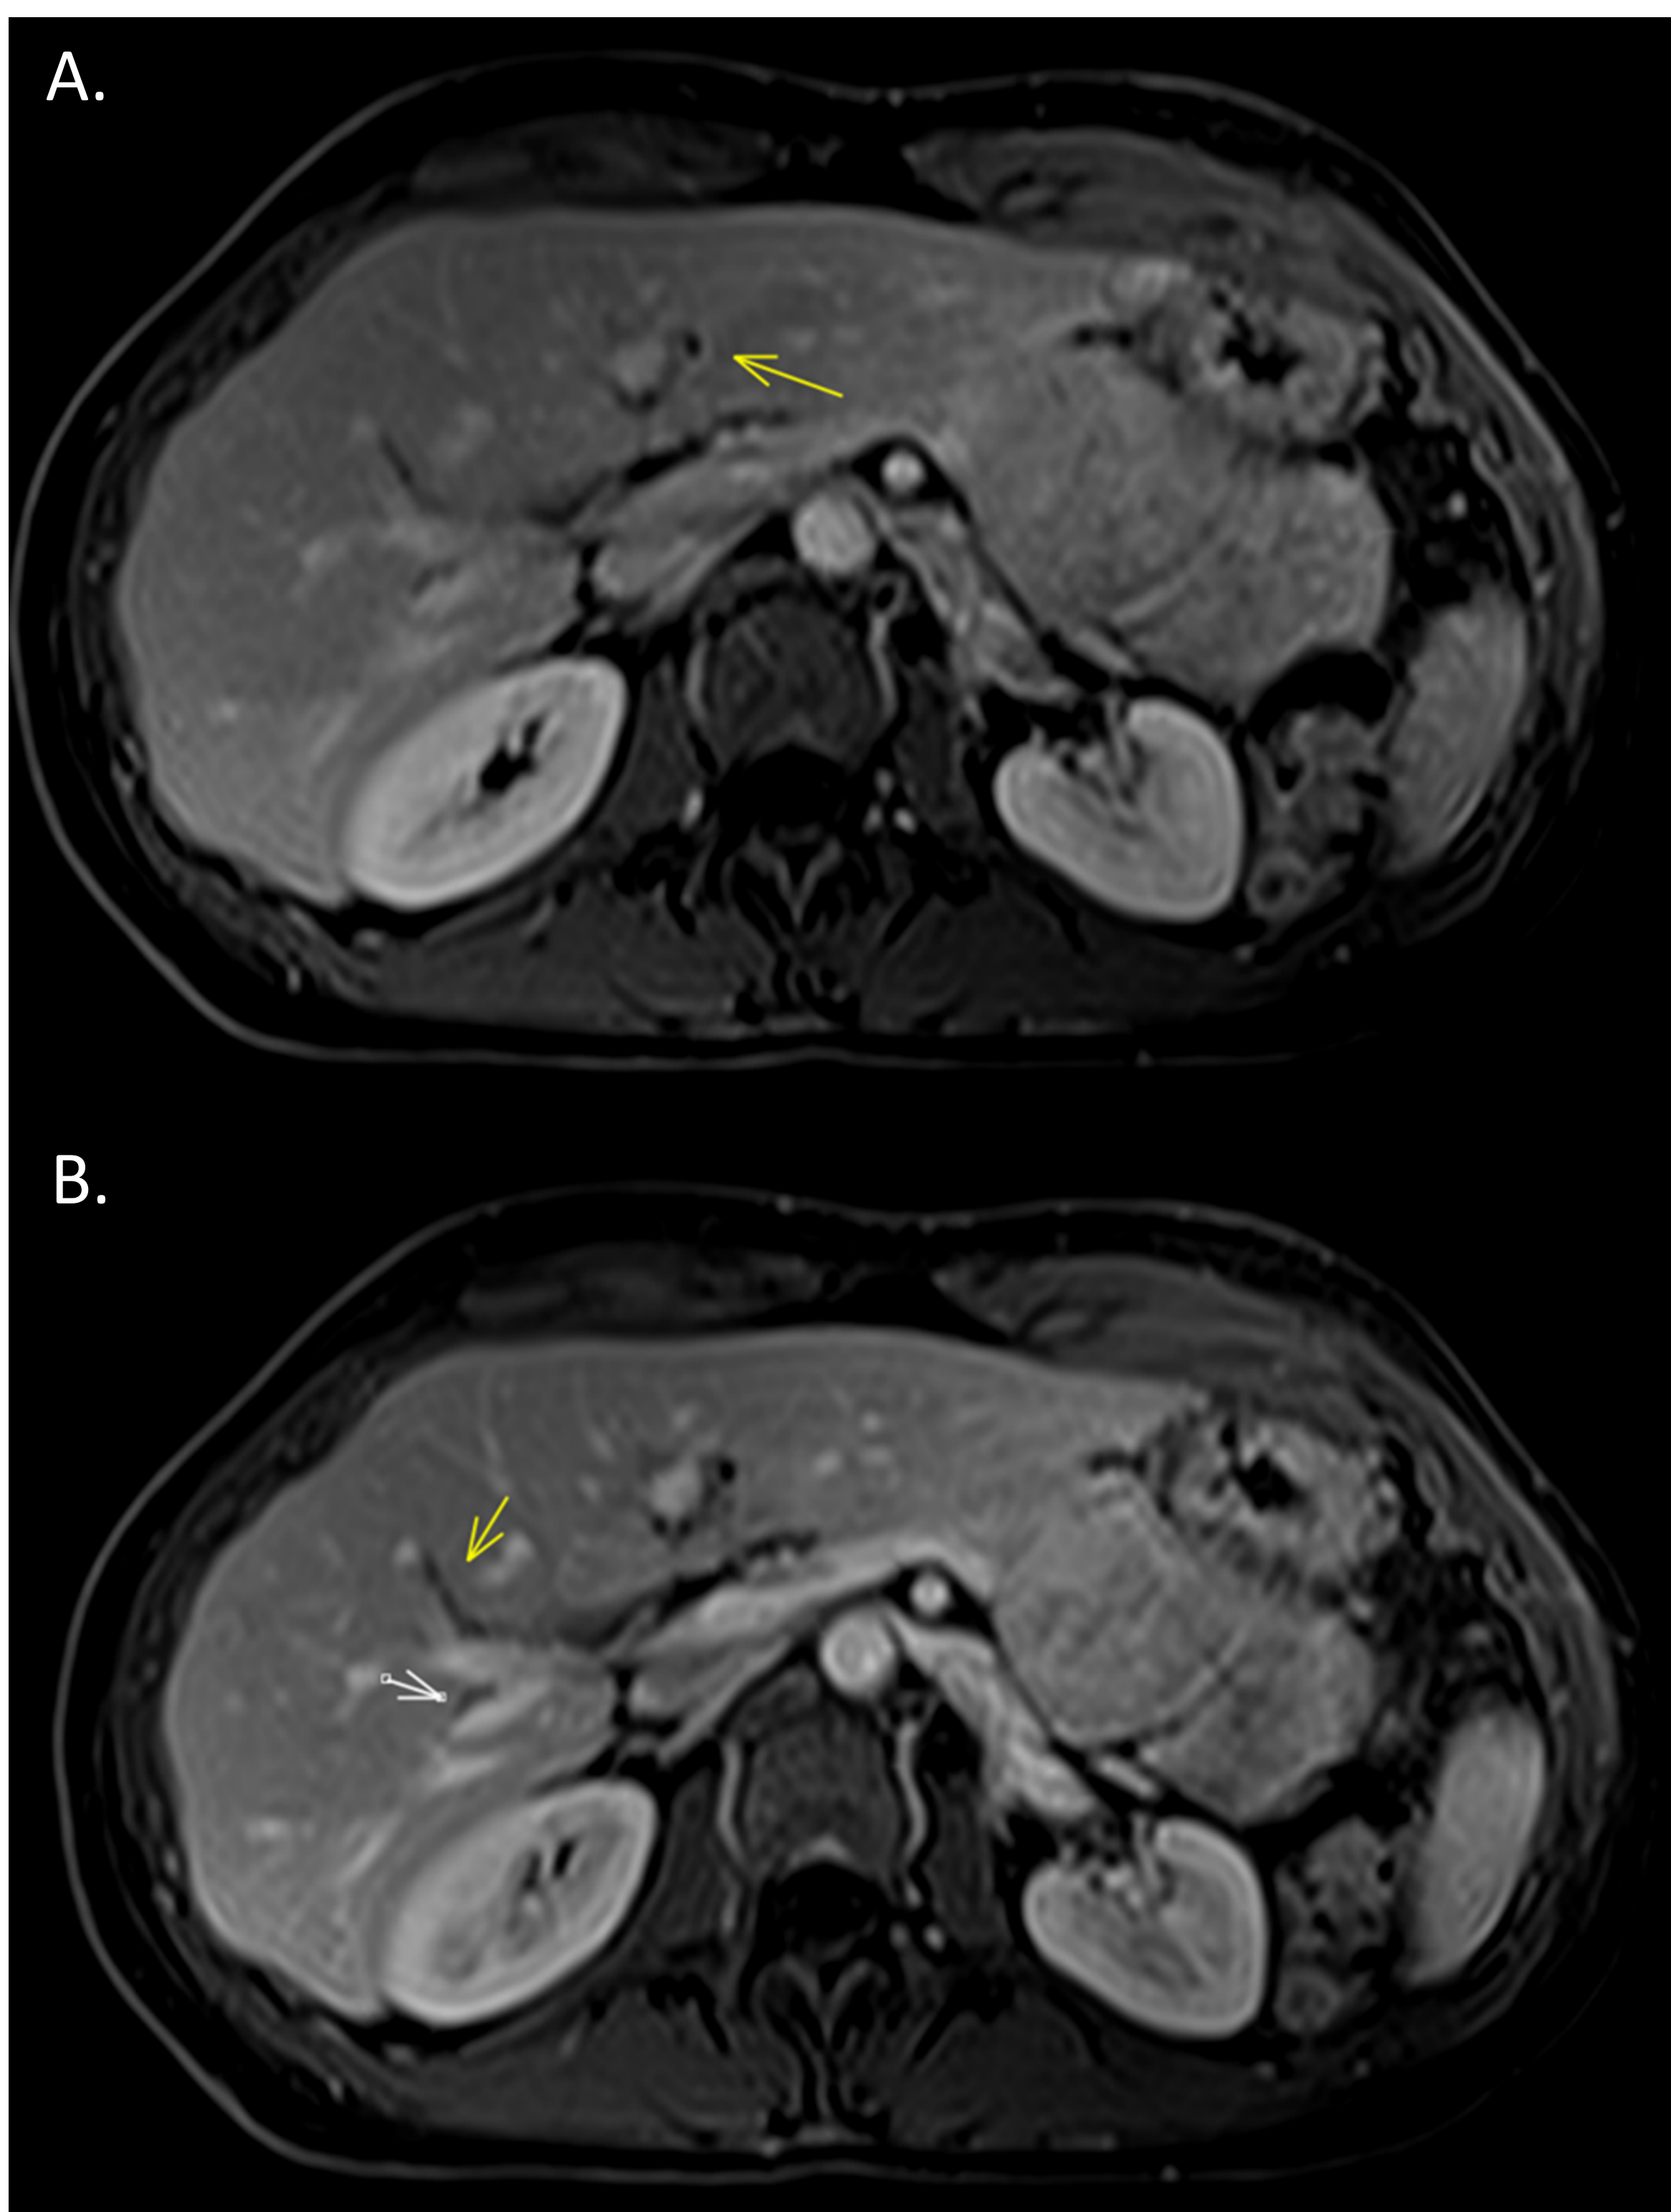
IRM hépatique de la patiente. Séquence T1-FS. A. Rehaussement pariétal biliaire (foie gauche, segment III). B. voies biliaires ectasiques (foie droit, segment V et VI).
